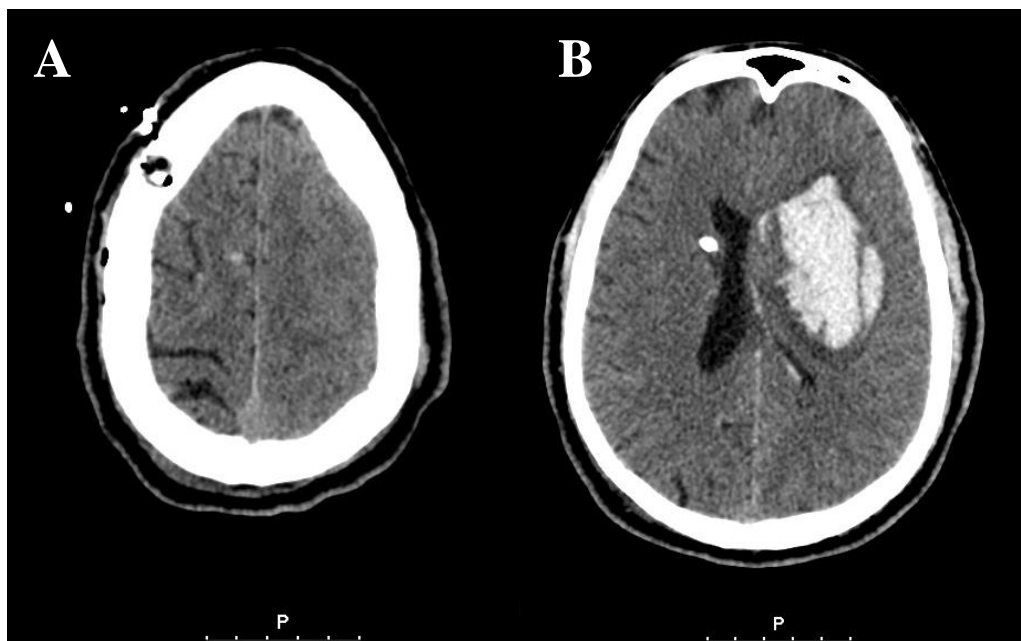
Tomografia Computorizada Crânio-Encefálica de reavaliação onde se observa em (A) buraco de trépano frontal direito com cateter de derivação ventricular e em (B) hematoma núcleo-capsular esquerdo.
